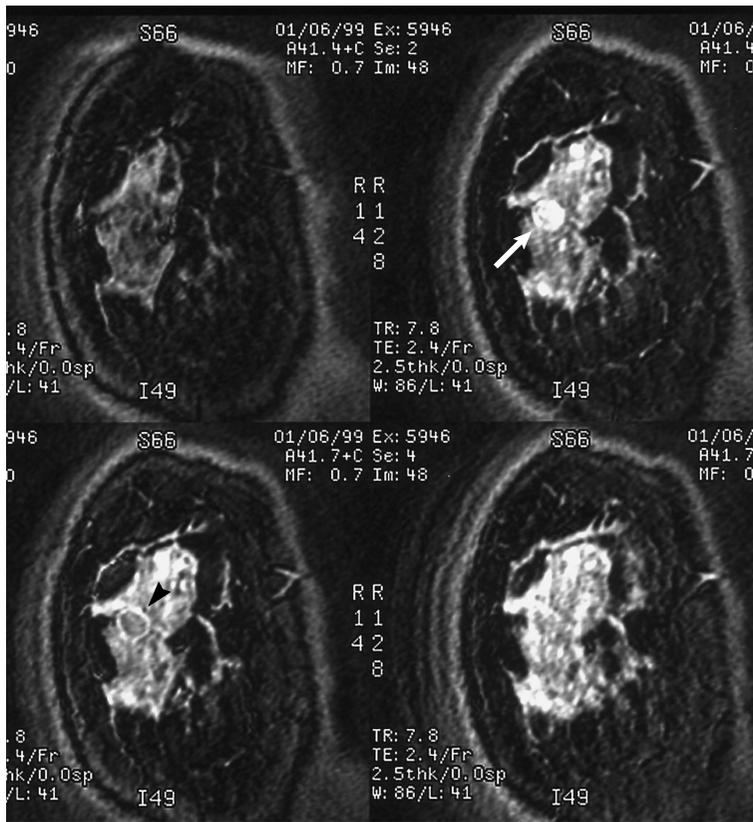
A 40-year-old woman with intraductal papilloma. Coronal contrast-enhanced MRI image reveals an enhancing well-circumscribed mass (arrow). Rim enhancement (arrowhead) is seen in delayed image. This case could not be differentiated with invasive carcinoma.
